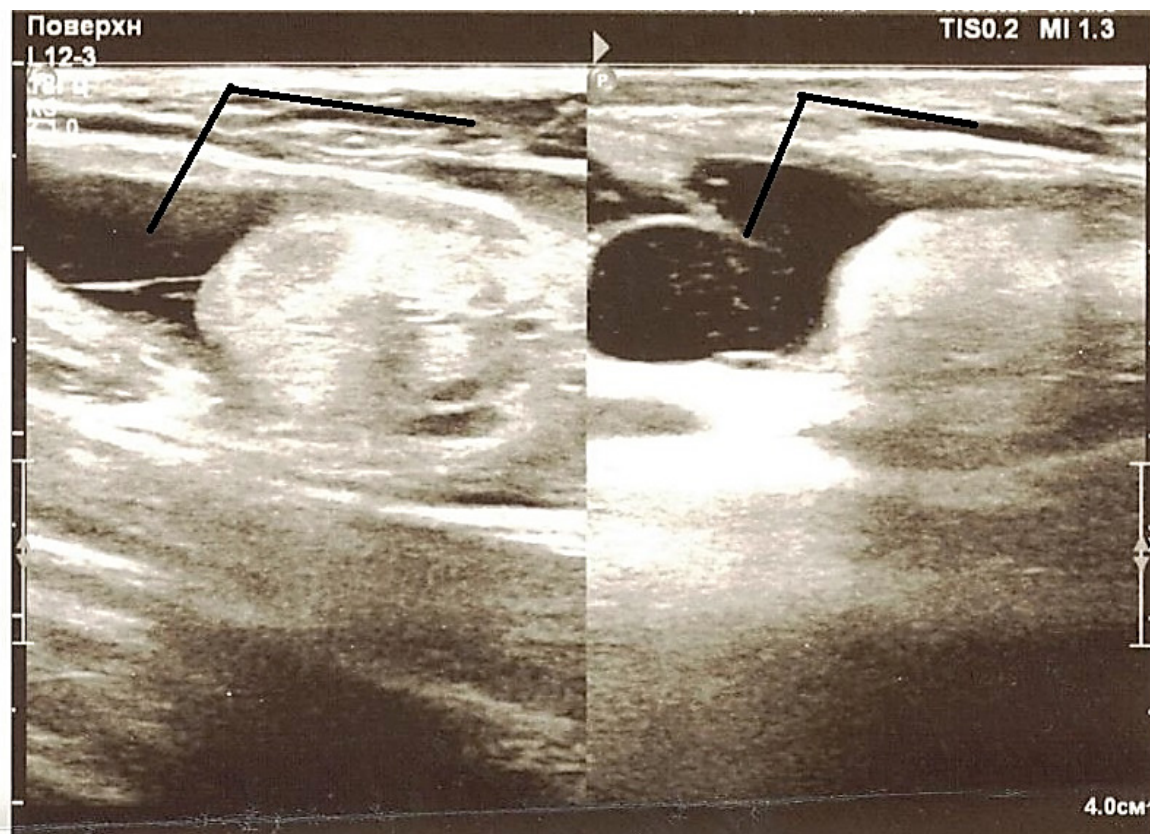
УЗИ мягких тканей бедра и голени больного 58 лет до операции
